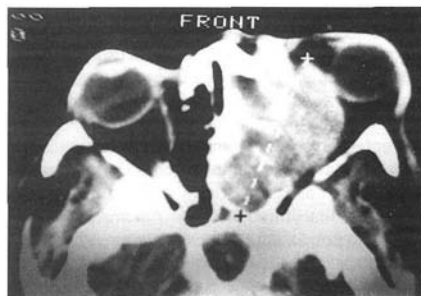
Tomografía axial computada, en una paciente del sexo femenino de 13 años de edad con una masa tumoral intraconal que produce proptosis. Se indica un meningeoma de la vaina del nervio óptico con invasión a la órbita.
